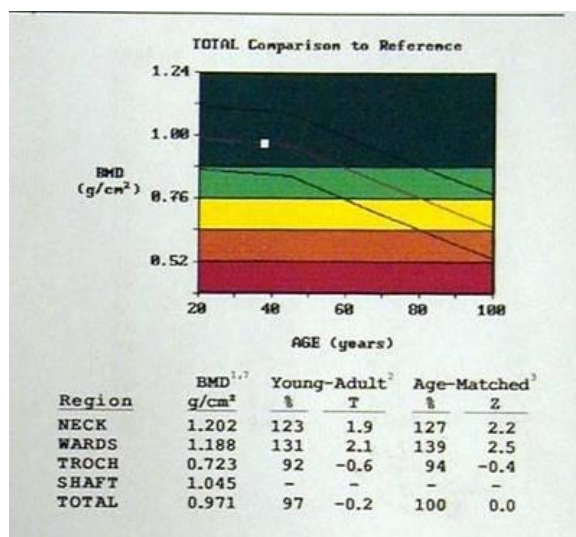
Графічне вираження результату двофотонної рентгенівської денситометрії DPX LUNAR.
